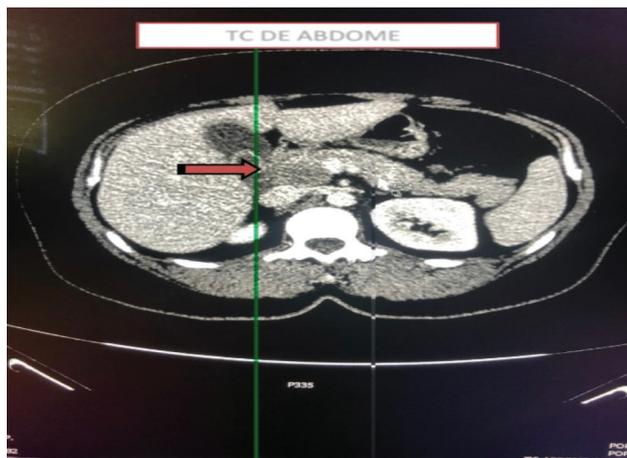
TC de abdome, evidenciando lesão pancreática em seta
